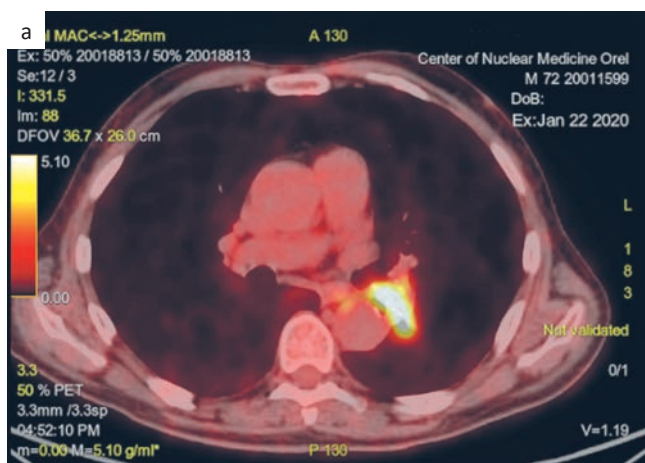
ПЭТ/КТ от 22.01.2020
